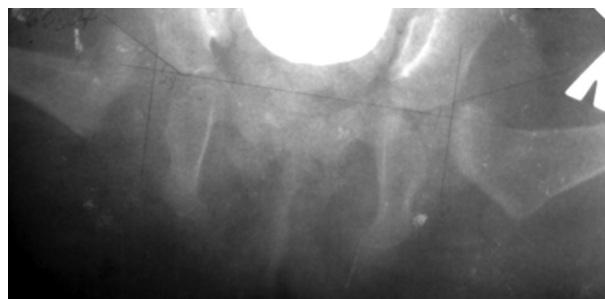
Рентгенограма тієї ж хворої через 2 місяці після закритого вправлення вивиху правого стегна. Визначається зменшення АК справа до 24°, проте зберігається вивих правого стегна, відсутність ядра скостеніння ГСК
